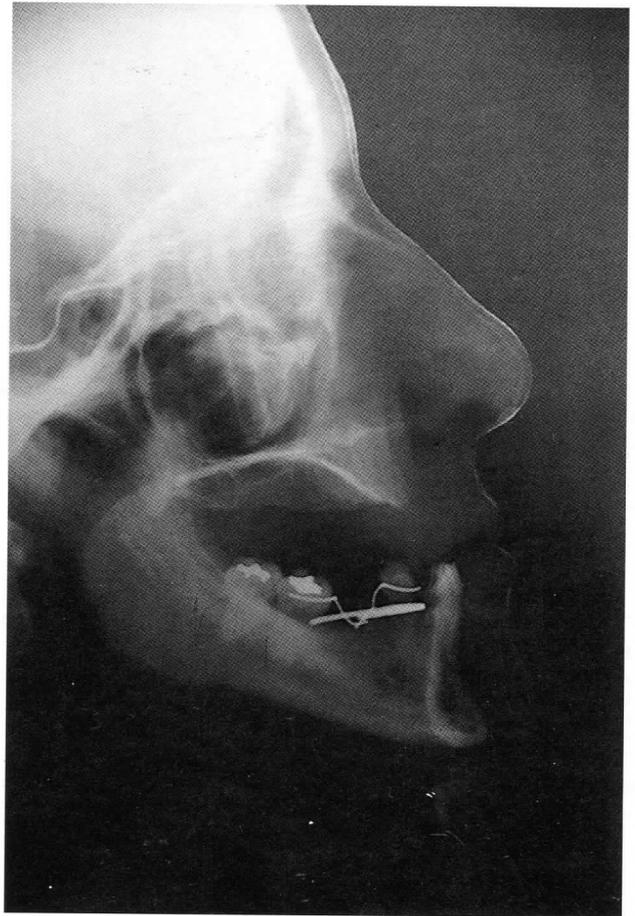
Telerradiografía lateral de cráneo de diagnóstico.
